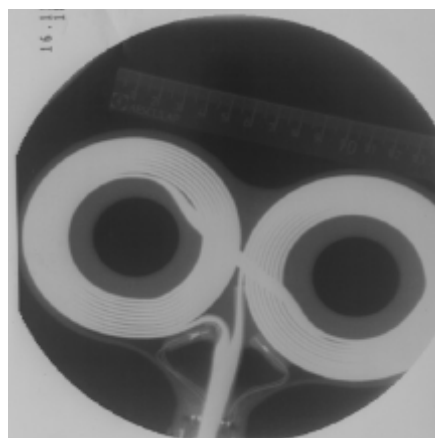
Röntgenaufnahme einer Doppelspule [Kammer und Thielscher 2003]
